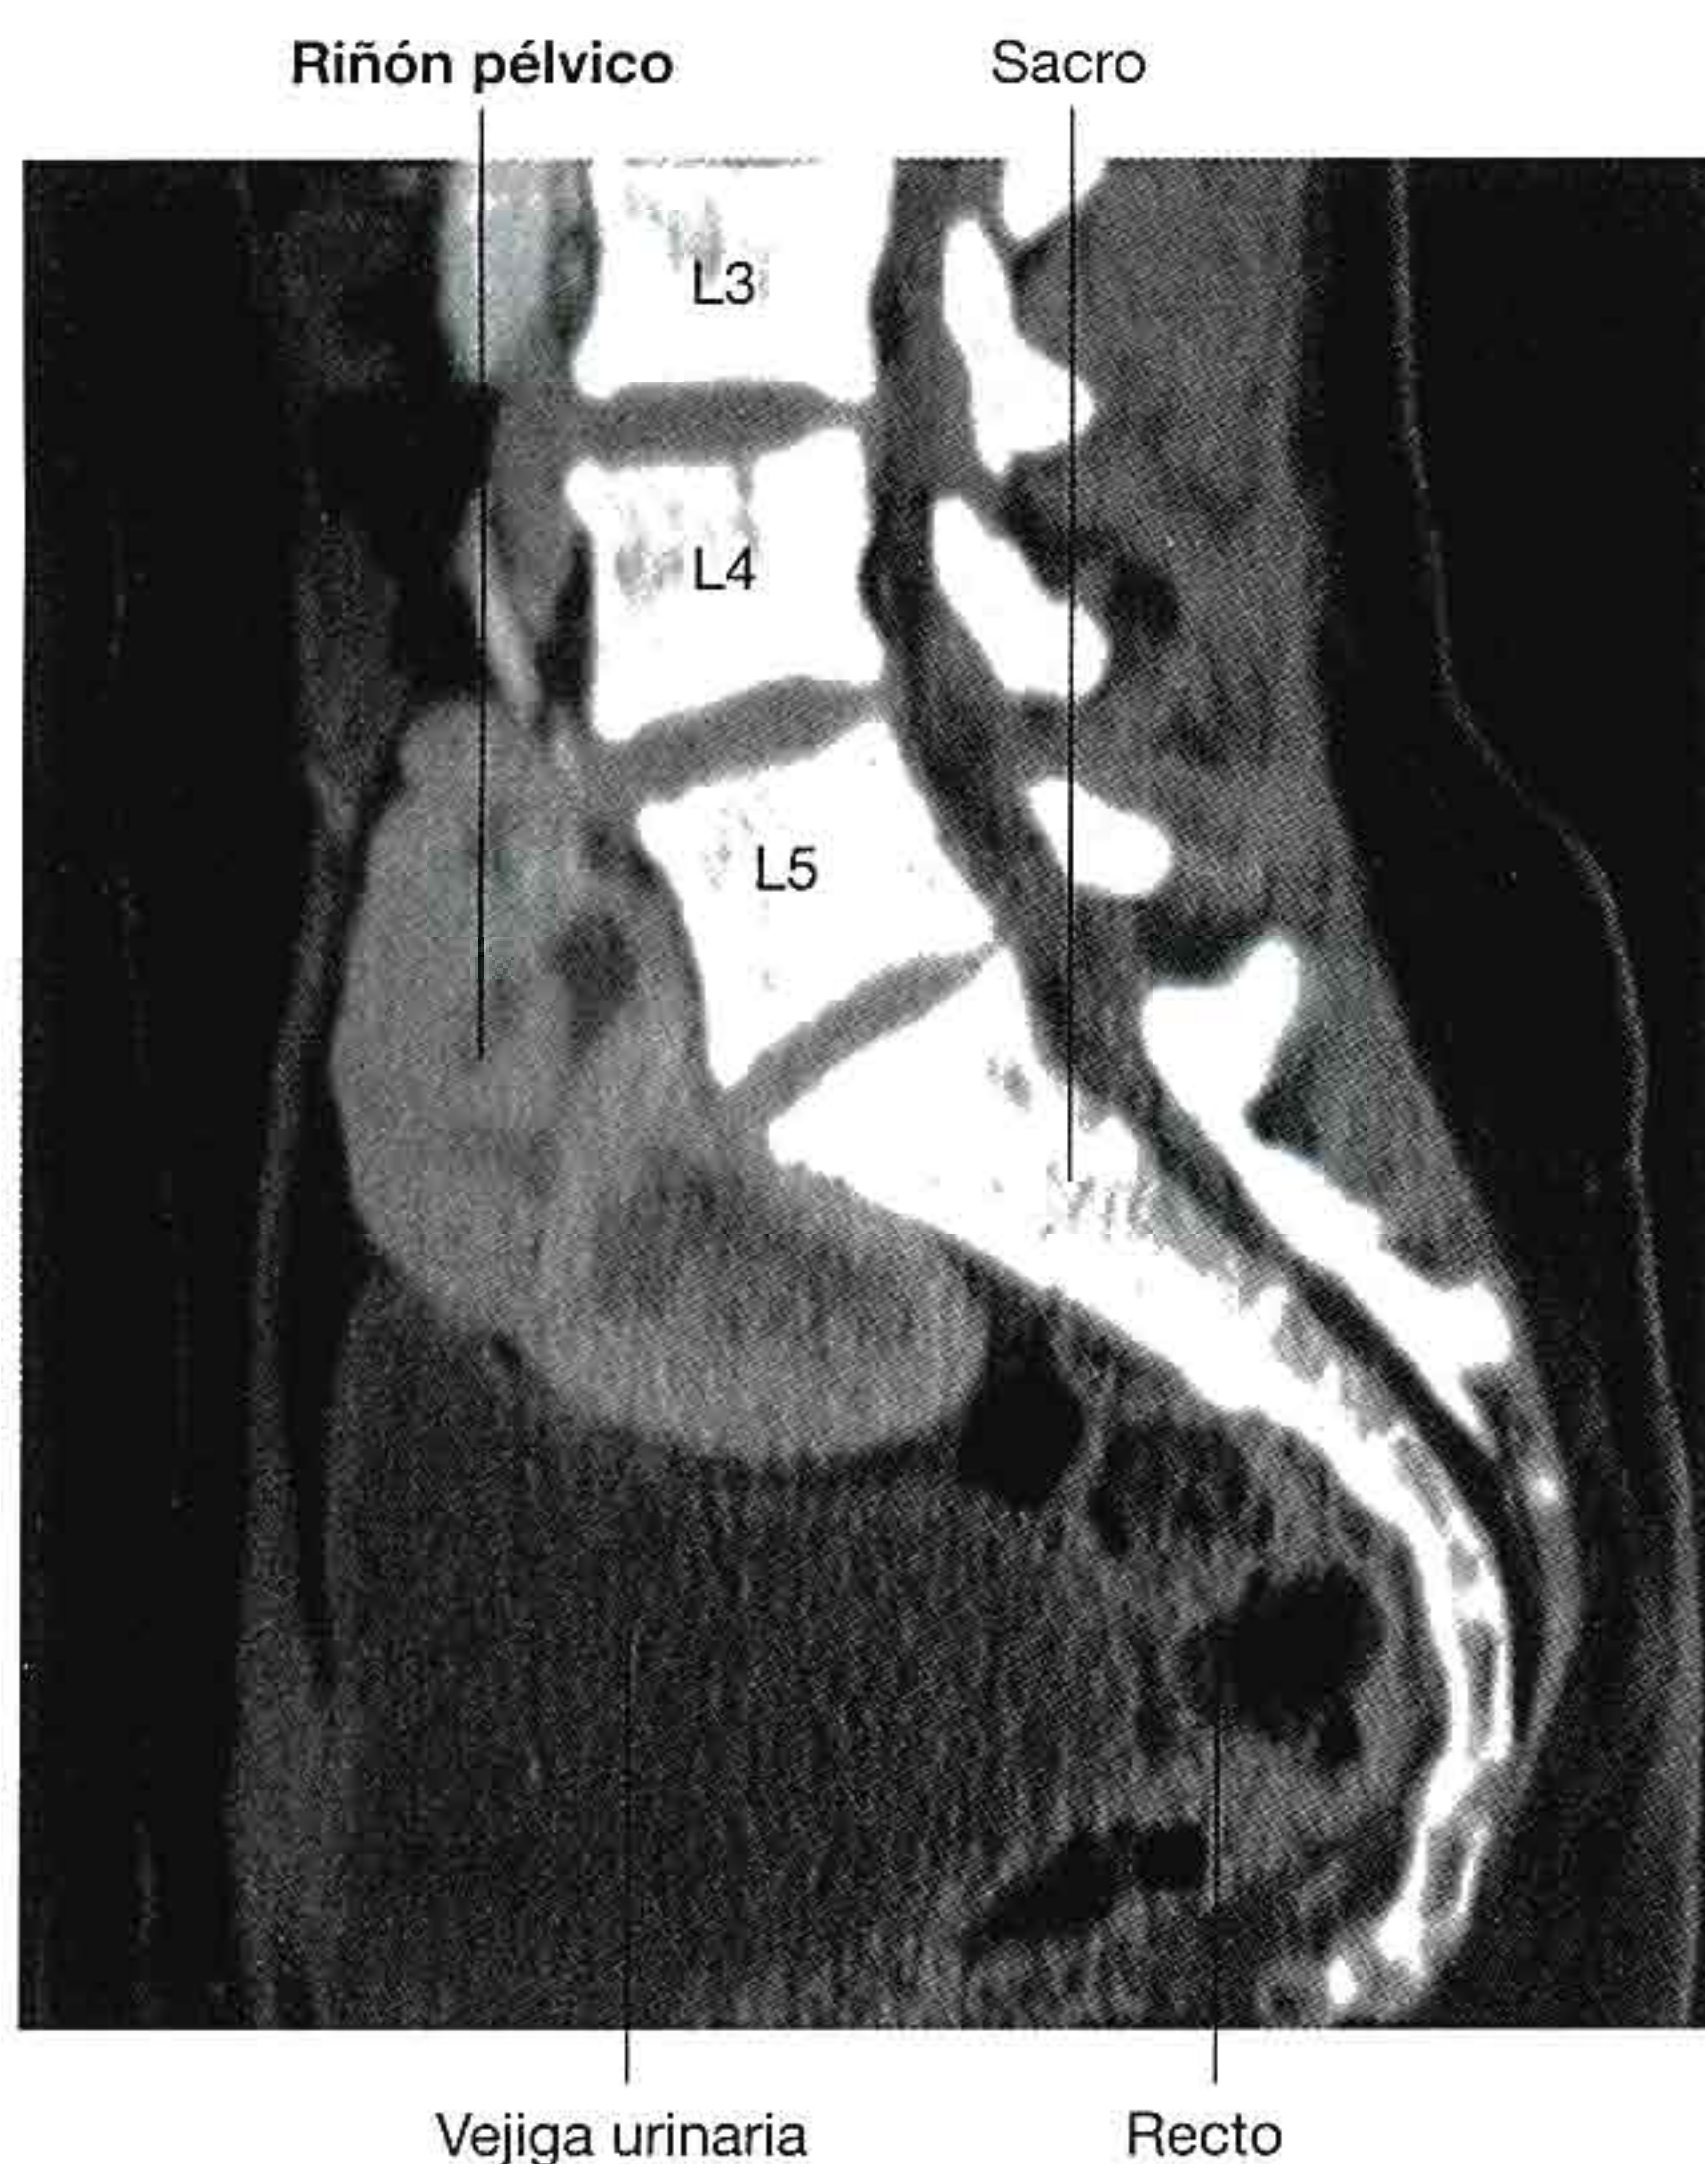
Tomografía computarizada sagital en la que se muestra un riñón pélvico.
